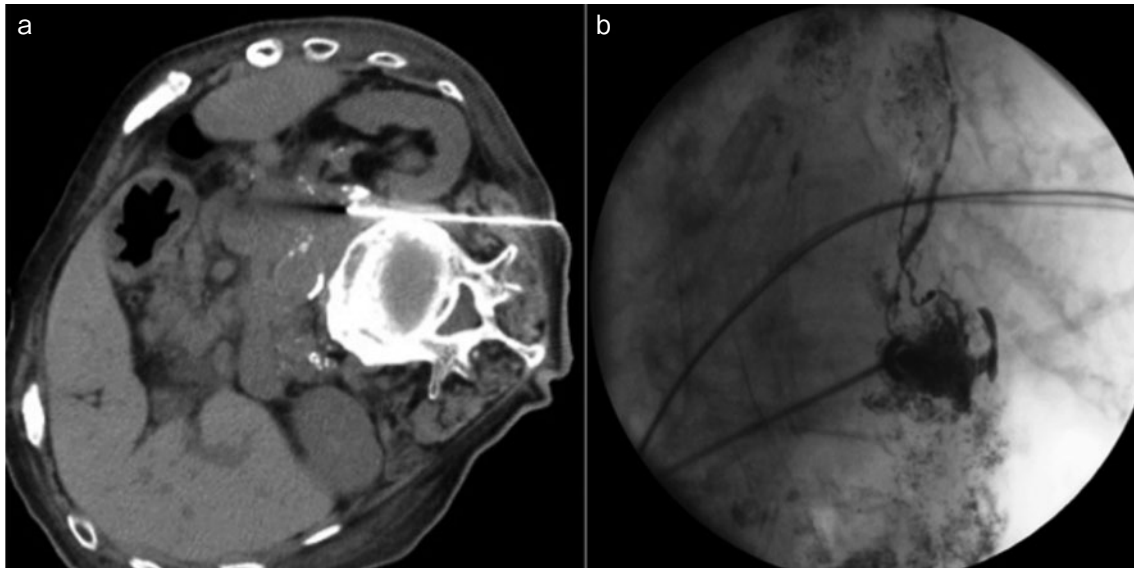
Lymphangiography. (a) The paraaortic lymph node was directly punctured from the dorsal side under computed tomographic guidance. (b) Lymphangiography was performed by injecting ethiodol from the paraaortic lymph node.
